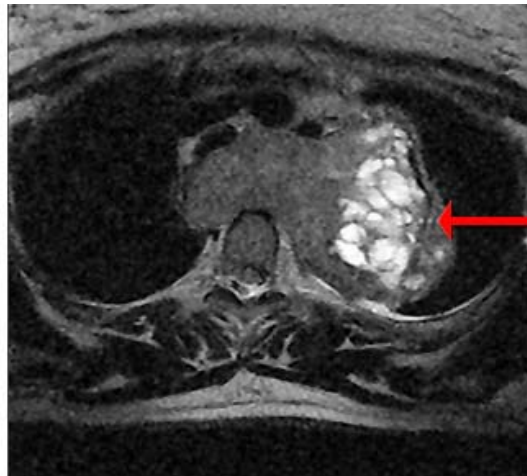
Imagen de resonancia magnética (IRM) de tórax
